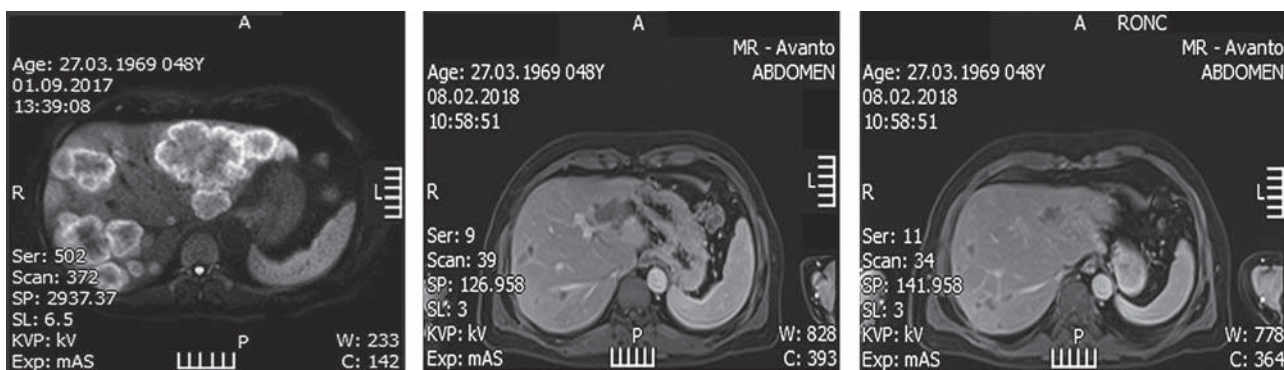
Компьютерная томограмма. Эффект индукционной химиотерапии FOLFIRINOX и эрбитуксом.
